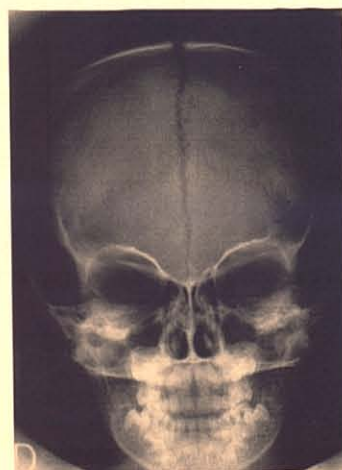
Tête osseuse d'un enfant de 4 ans (radiographie de face)
